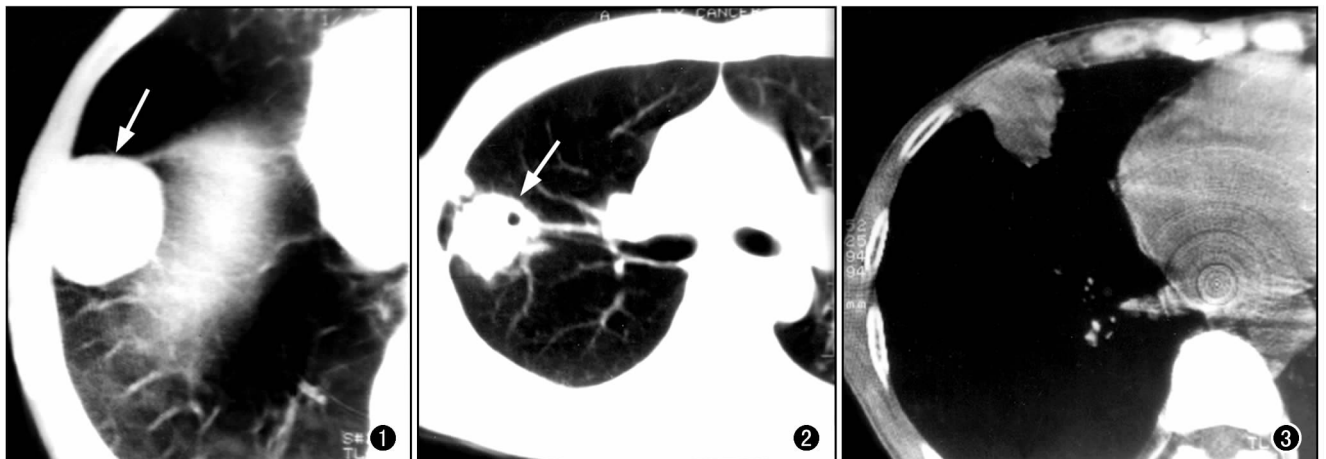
肺血肿。右下叶前段类圆形团块影(箭),边缘光滑,贴近胸膜,密度均匀,CT 值 55.3HU,周围肺纹理无异常变化。
